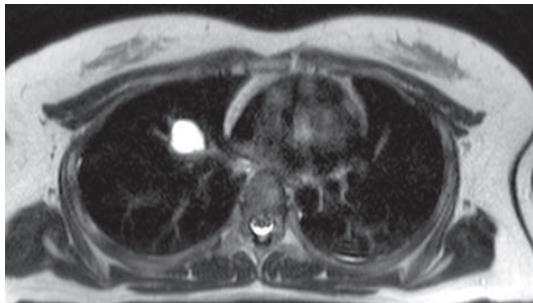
MRI showed cyst contents with high signal at T2.
